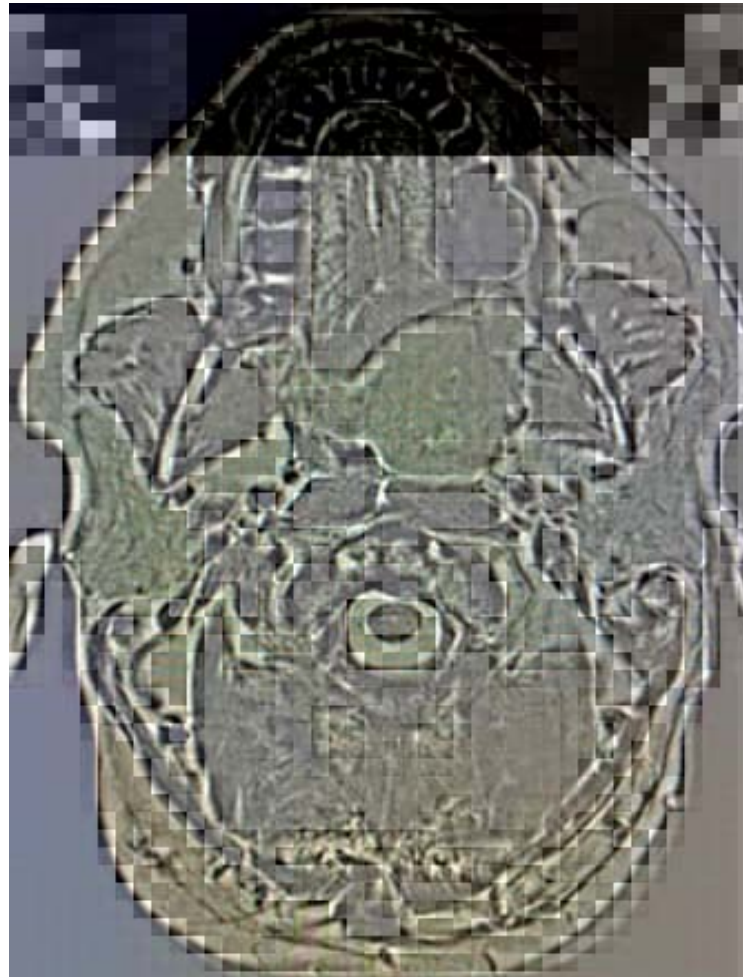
TDM d'une patiente suivie pour tumeur de l'amygdale
